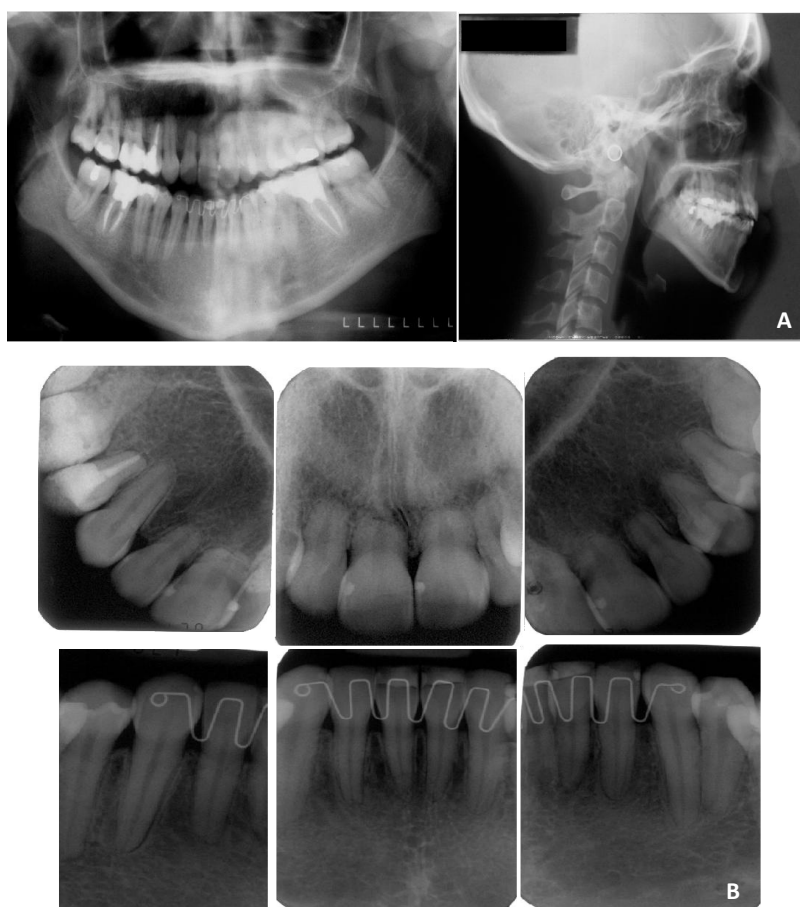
Documentação radiográfica solicitada pelo segundo Ortodontista. (A): exames radiográficos extrabucais (Radiografia panorâmica e telerradiografia) e (B): exames intrabucais (periapical) realizadas para o planejamento da nova intervenção ortodôntica.
